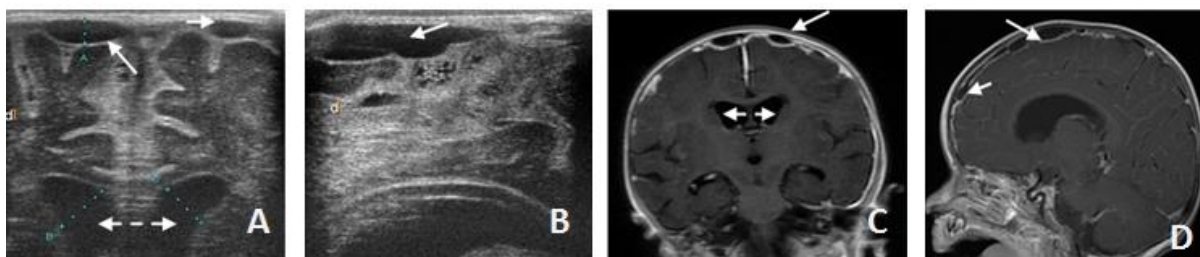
Кистозно-слипчивые изменения оболочек головного мозга у ребенка Т.С. 6 мес с д-ом : Менингоэнцефалит гемофильной этиологии. А(F₁), В(S₃). НСГ (22-й д.б.); С, D. МРТ головного мозга (26-й д.б.). Вентрикулодилатация – штриховая линия.
